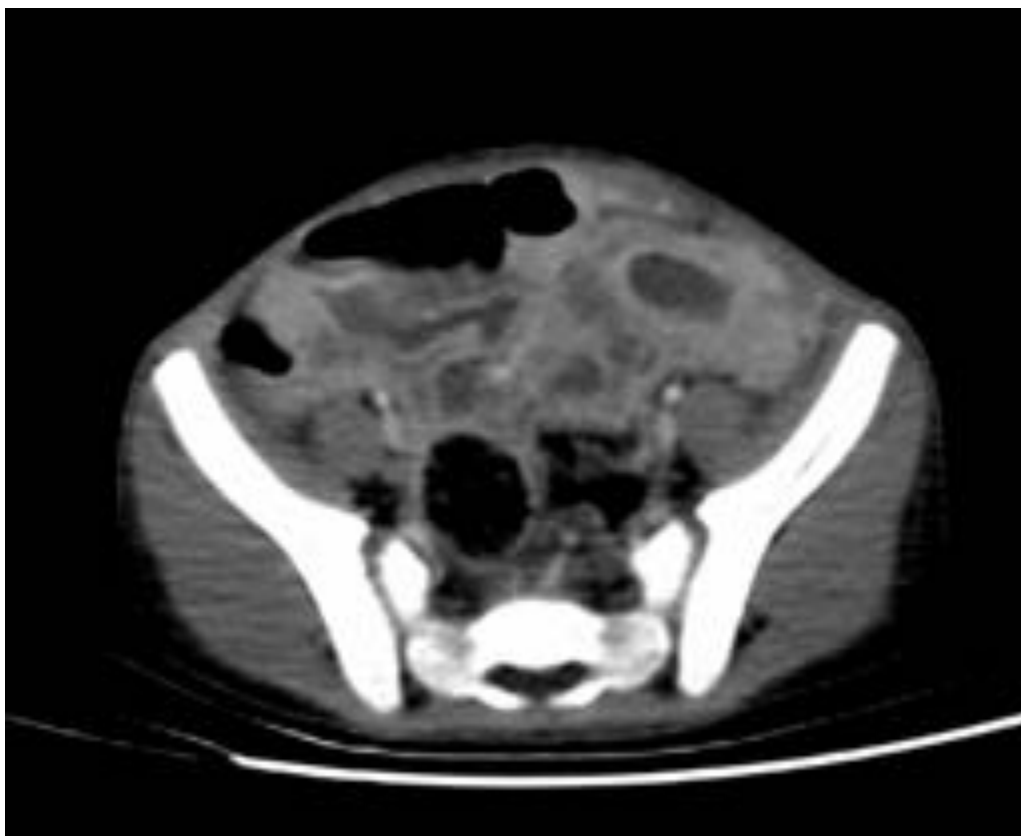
Caso clínico 3, paciente de 9 años con afectación abdominal. TC axial con contraste i.v. Se aprecia engrosamiento concéntrico asimétrico de asa de intestino delgado, de localización periumbilical izquierda y en flanco y FII (probablemente yeyuno-íleon). Intenso realce de contraste. Estos hallazgos se corresponden con linfoma de Burkitt.
